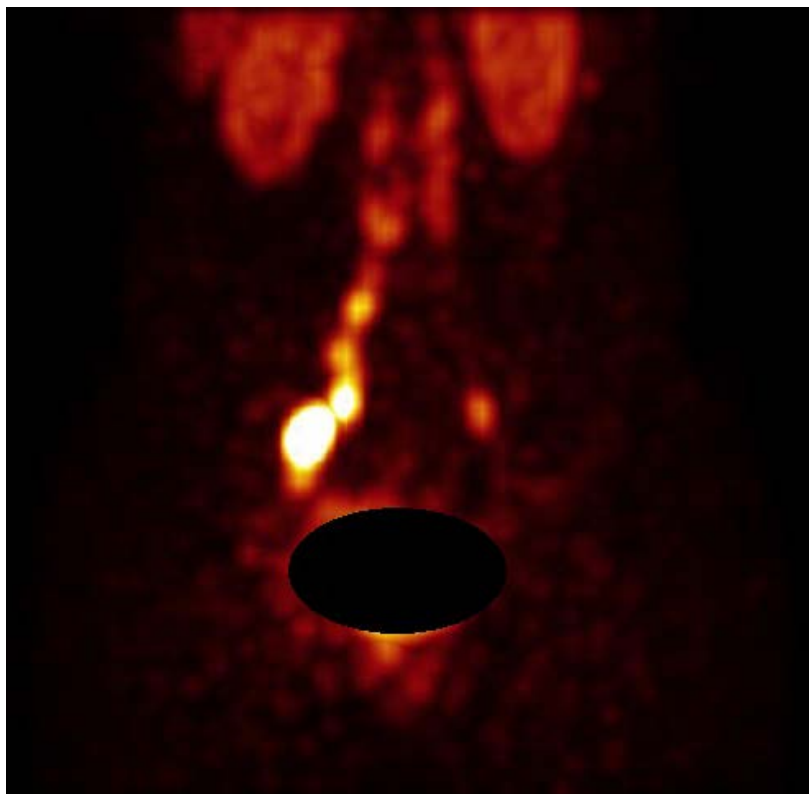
ОФЭКТ томограмма. Двусторонний лимфоток
